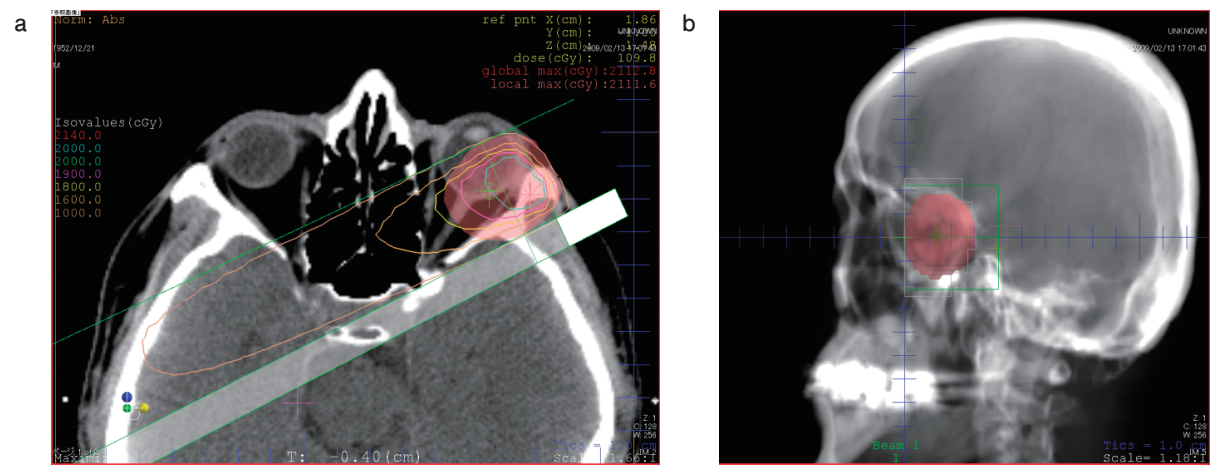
a : 斜入一門照射による線量分布, b : CT再構成像による照射野
